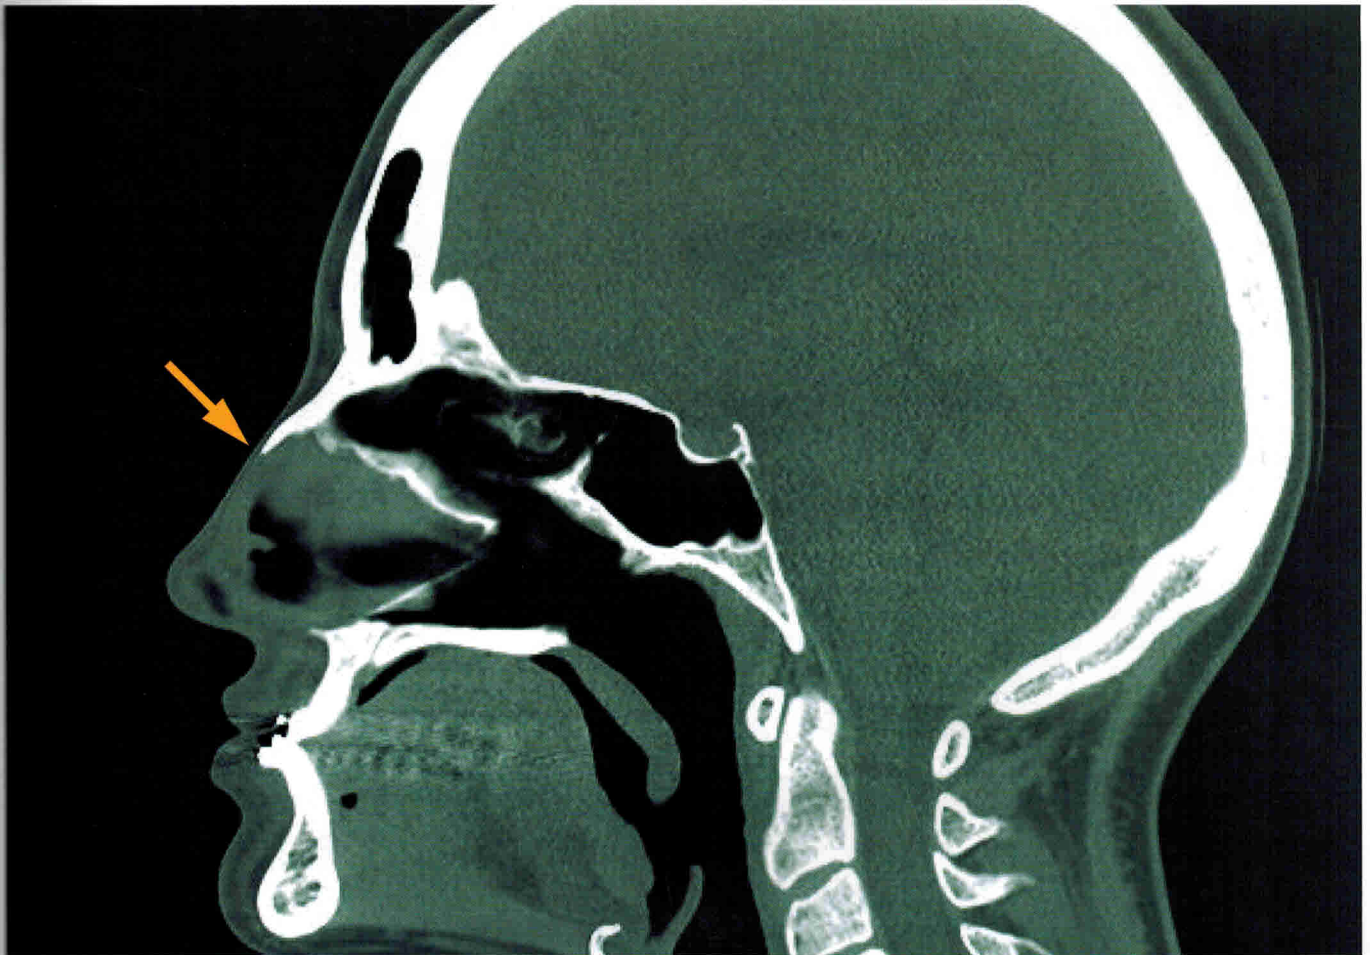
МСКТ, MPR, сагиттальная плоскость. Keystone area (стрелка).
